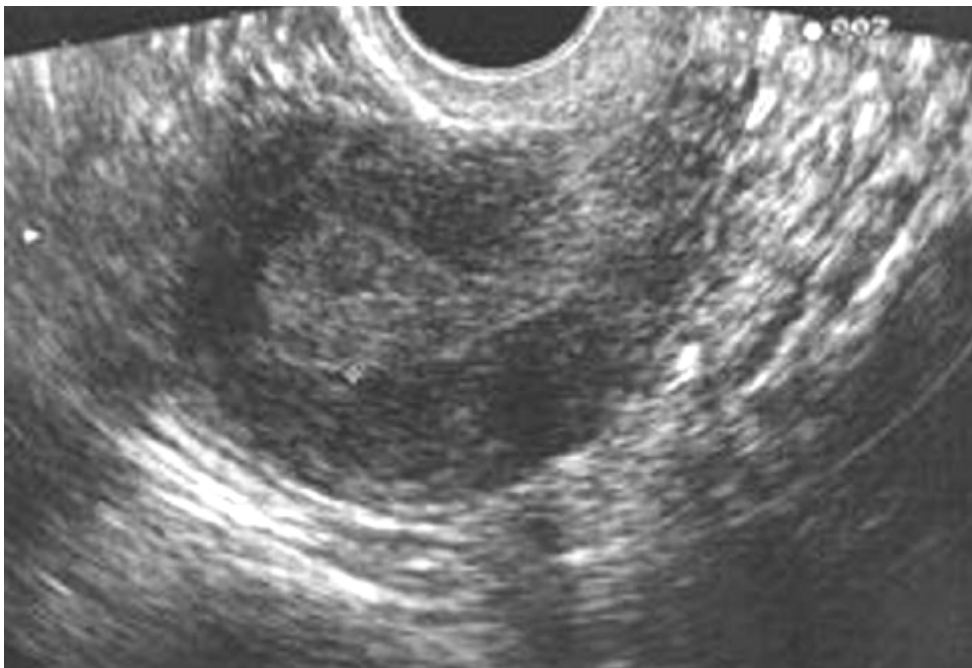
épaississement échographique de l'endomètre(17mm), qui est hétérogène :hyperplasie simple sans atypie.(52)
